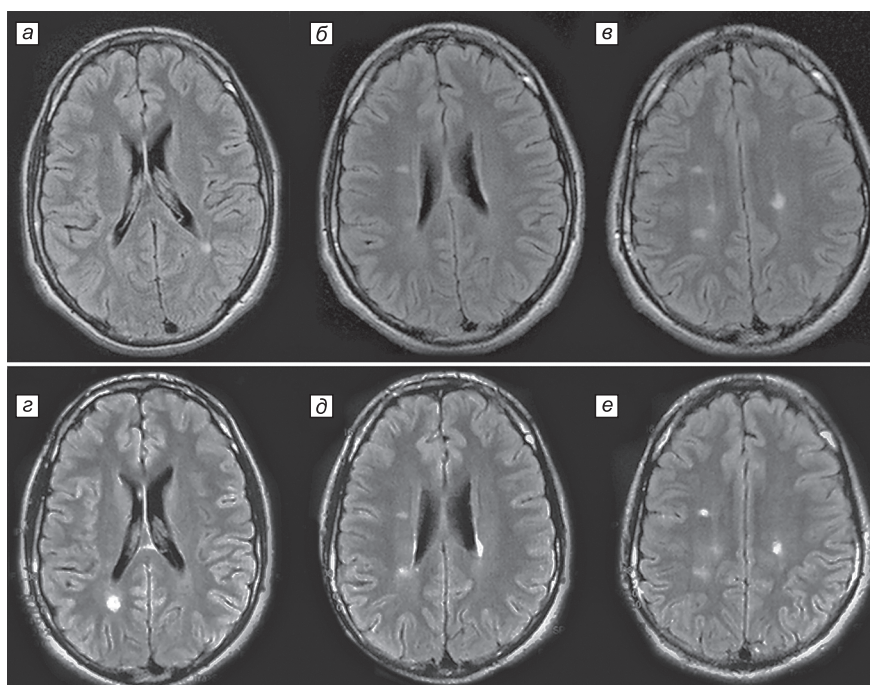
Динамика очагов демиелинизации при сравнении МРТ, 2010 и 2011 гг. а–в: МРТ, 2010 г.; г–е: МРТ, 2011 г.
